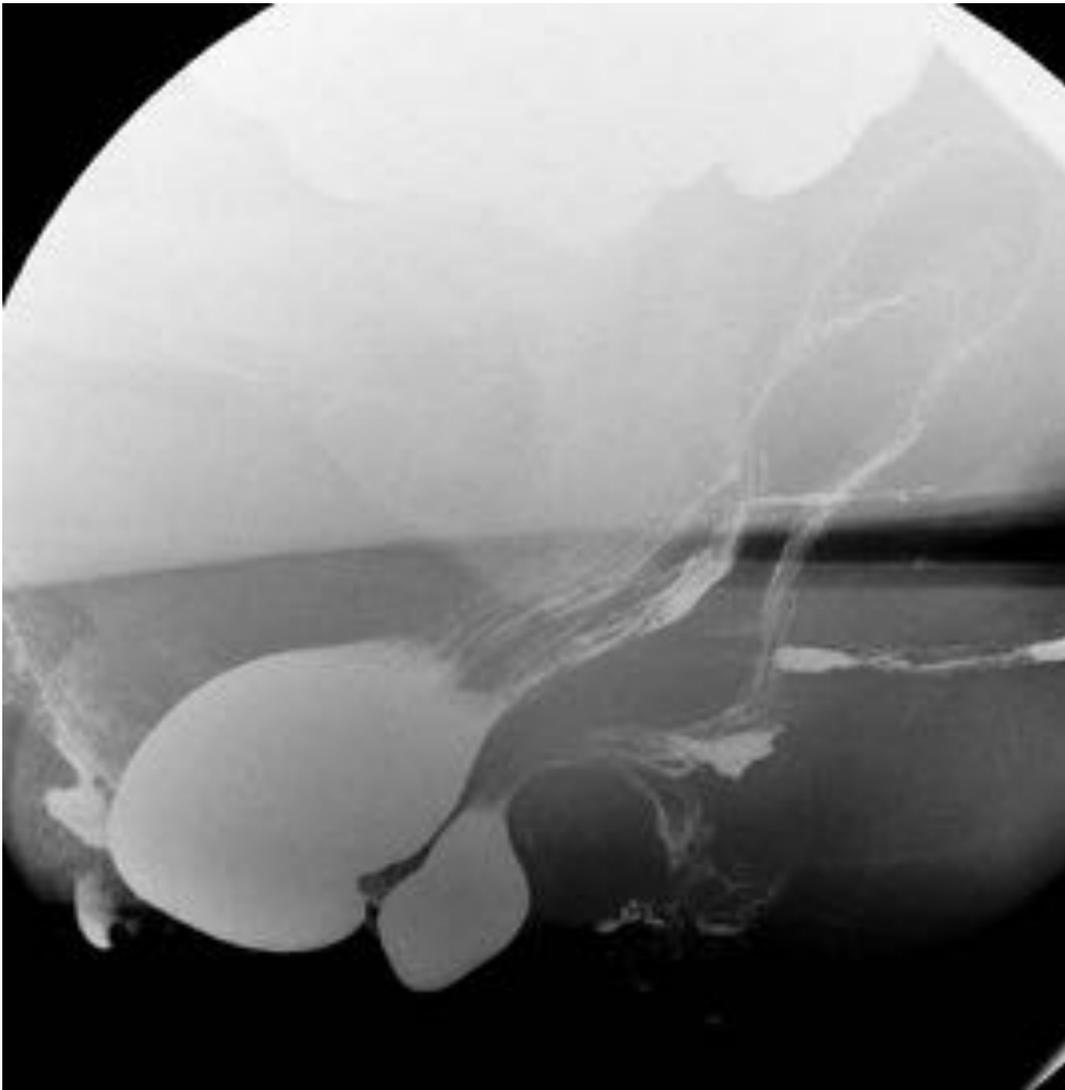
Radiografía con esfuerzo máximo al final de la evacuación rectal en la misma paciente de la figura anterior. Marcado descenso del sigmoidocele con pasta de bario retenida que se sitúa por delante del rectocele con escaso residuo.
